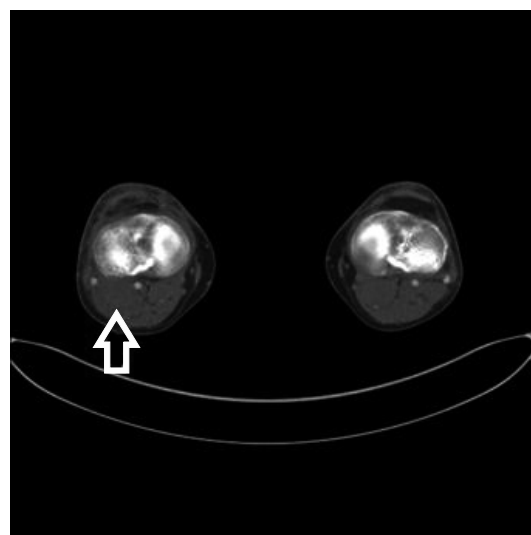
The popliteal artery pseudoaneurysm not identified at computed tomography.
